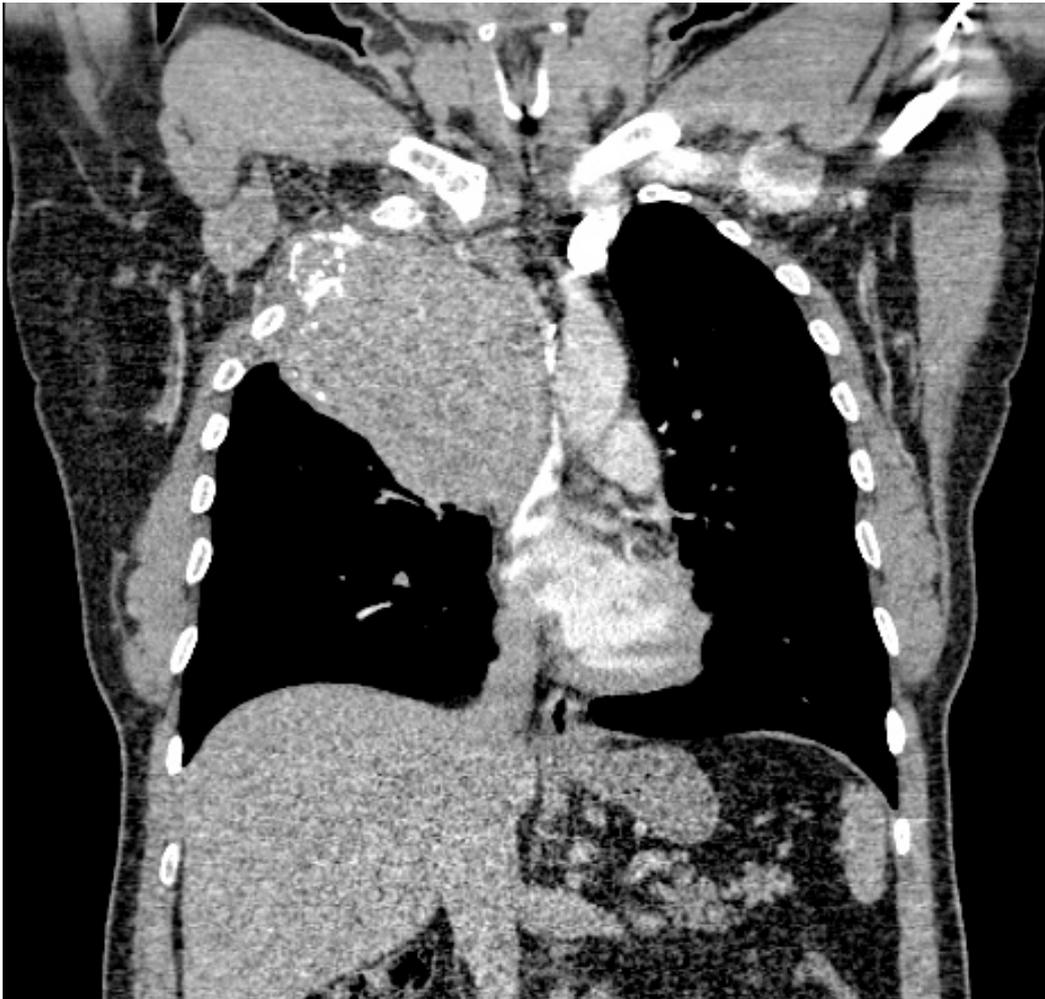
b e c: tomografia computadorizada do tórax com contraste, imagens no planocoronal, sagital e axialem janela de mediastino, mostrando a grande massa sólida com densidade de partes moles em hemitórax superior direito, com calcificações, se estendendo da parede torácica ao mediastino, associado a lise insuflativa do segundo arco costal direito.
